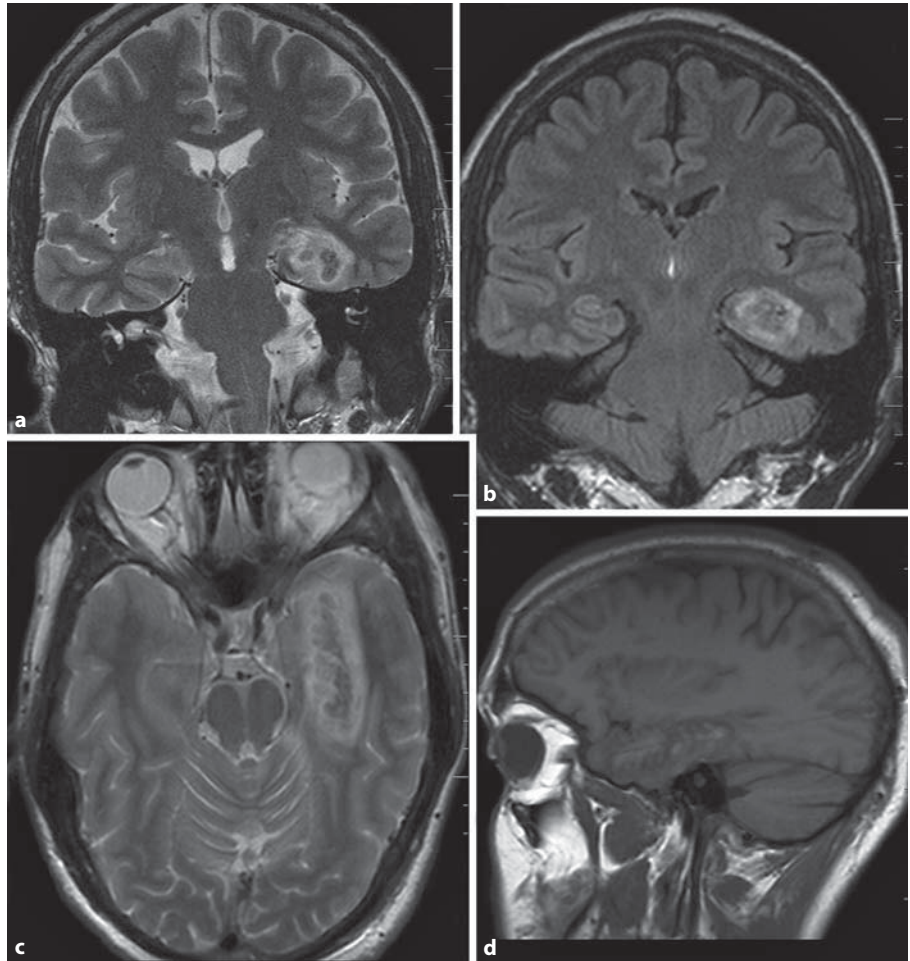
The fresh thermocoagulation lesion after SAHE: the typical thermocoagulation lesion encompassing the AHC. a, b TSE T2-weighted imaging and FLAIR coronal plane. c, d TSE T2-weighted axial plane and SE T1-weighted imaging sagittal plane.
